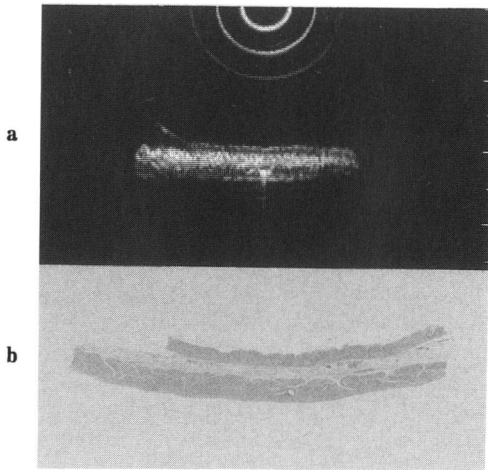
Ultrasonogram of the normal stomach.
